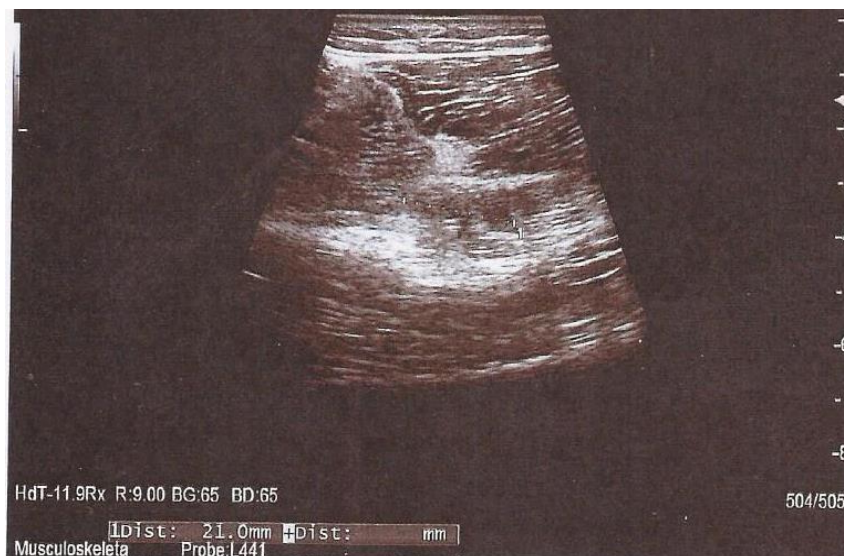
Paziente 1, diagnosi ecografica effettuata dal dott. Osvaldo Pirani: Presenza di piccola area di irregolarità struttura profonda del bicipite in sede medio-proximale, mal definibile, riferibile a lesione muscolare con falda fluida extra capsulare di 42x10x21 mm.
